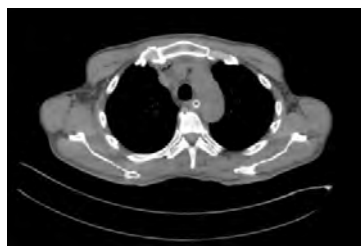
МСКТ нисходящего переднего верхнего медиастина: отек, пузырьки газа на уровне рукоятки грудины без скопления жидкости
